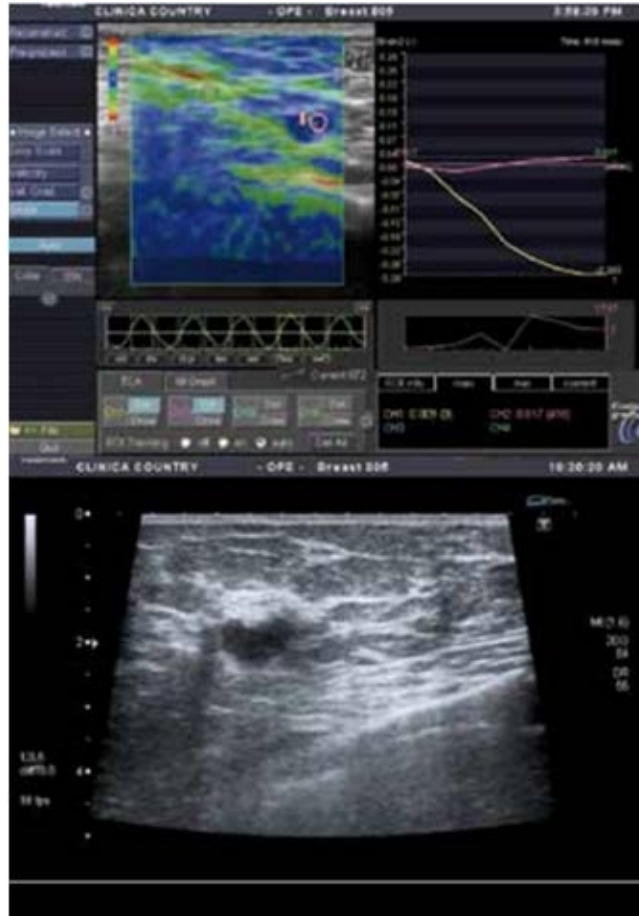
Ecografía con elastografía donde se muestra un índice de 17 del ganglio estudiado, sugestivo de compromiso axilar. Imagen en modo B donde se visualiza ganglio redondeado con engrosamiento de su corteza y pérdida de su hilo central, hallazgos sugestivos de compromiso axilar, al cual se le demostró, posteriormente, compromiso tumoral.
